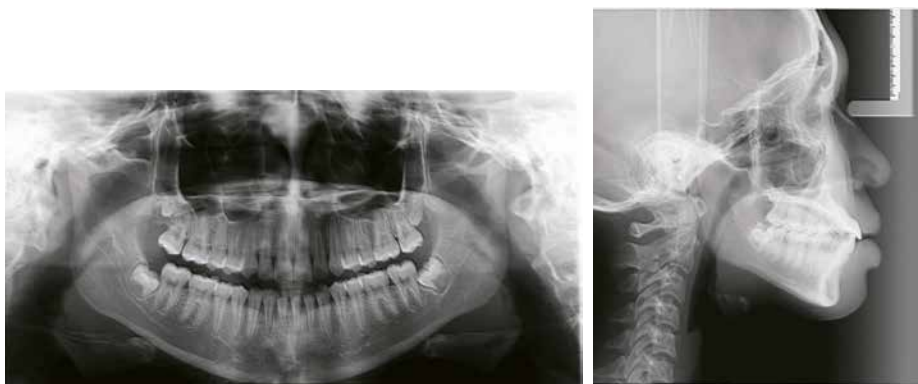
Posttreatment panoramic (left) and lateral cephalometric (right) radiograph
